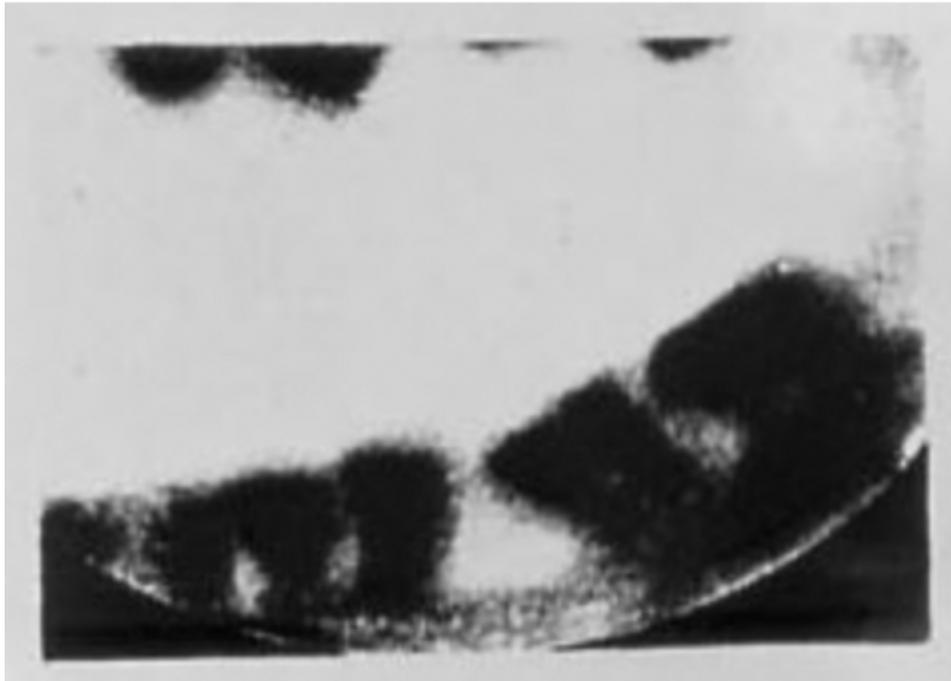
La première radiographie dentaire par le Dr Walkhoff (2)
